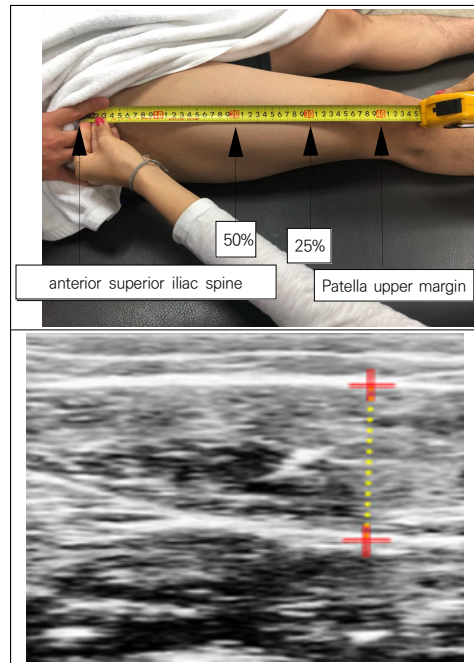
Ultrasound measurement area and imaging
